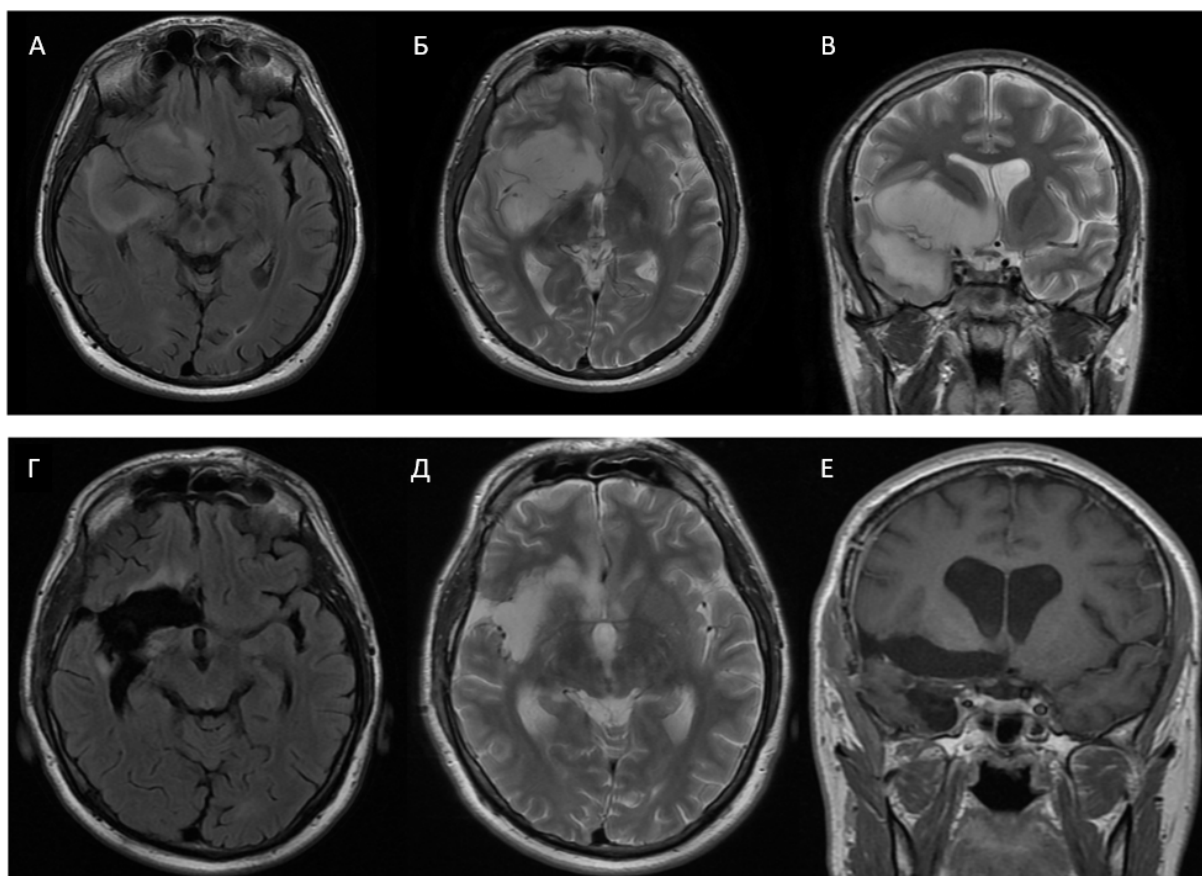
МРТ изображения выявляют диффузную глиому височно-островковой области и базального переднего мозга: А – дооперационные МРТ; Б – МРТ после операции через 3 месяца. А, Г – МРТ в режиме T2 Flair, Б, В, Д – в режиме T2, Е – в режиме T1 с контрастом
